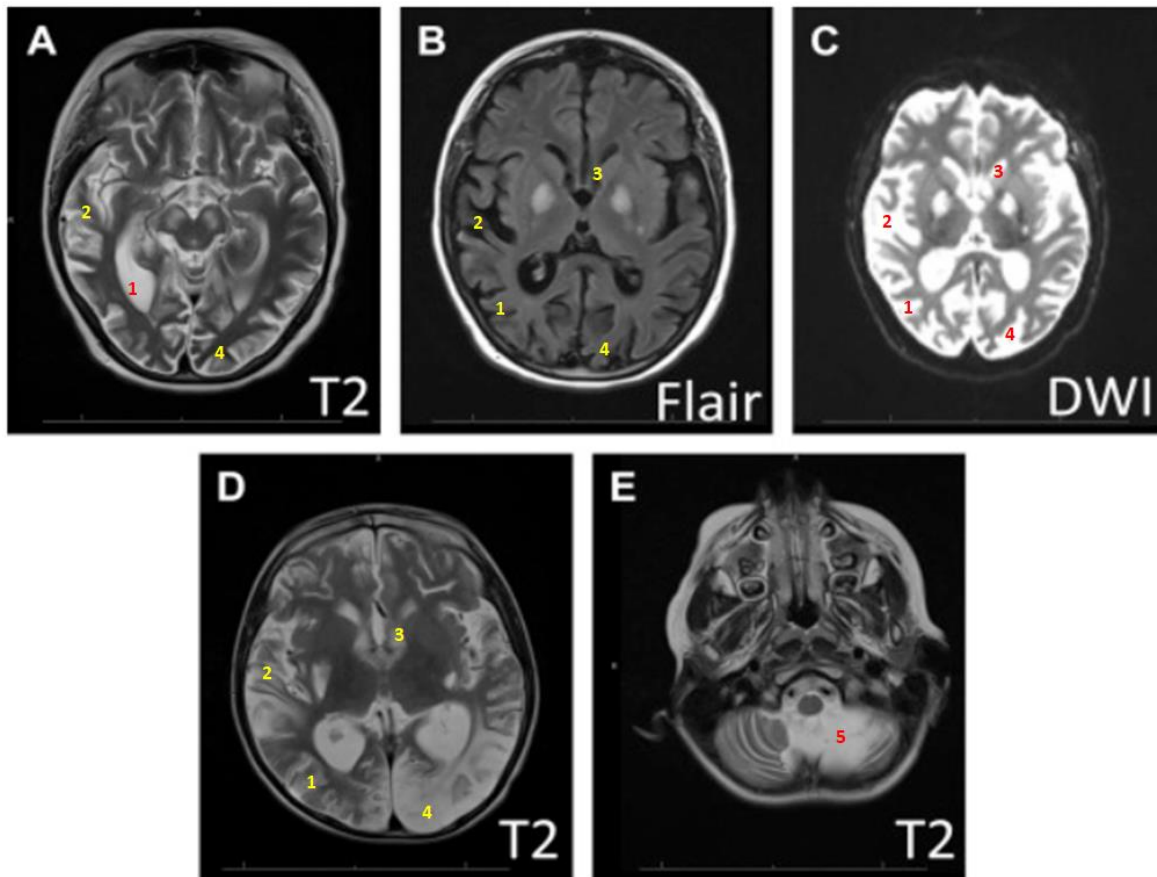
Imágenes cerebrales en enfermedad mitocondrial (EM). Se muestra la resonancia magnética de dos pacientes con MELAS para ilustrar los hallazgos de imagen en la EM grave. El primer paciente (A – C) presentó áreas irregulares de difusión restringida e hiperintensidad (áreas brillantes) de la señal TR larga que afectan los lóbulos parietales (1), los lóbulos temporales (2) y los ganglios basales (3) de forma bilateral. El segundo paciente (D, E), mostró anomalías similares en los lóbulos occipitales (D4) y una marcada atrofia cerebelosa (E5: área brillante). DWI, secuencia ponderada por difusión; Flair, secuencia de recuperación de inversión atenuada por fluidos; T₂, secuencia de imágenes ponderadas en T₂ (*Modificada de Dimmock & Lawlor, 2017*).
